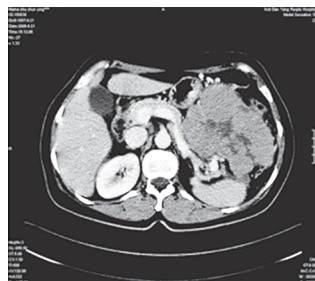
1 年前左肾上腺癌手术切除, 现复发。CT 检查表现
